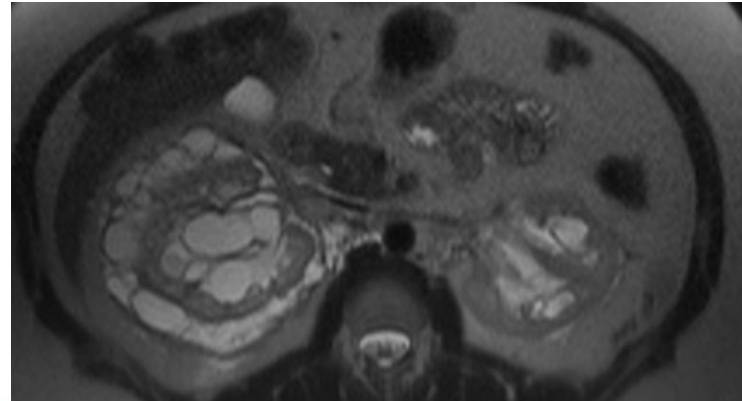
Corte axial en TC de abdomen con contraste en fase portal y RM renal que muestran lesión hipodensa e hiperintensa en T2 multiloculada con septos delgados sin realce significativo tras contraste.
